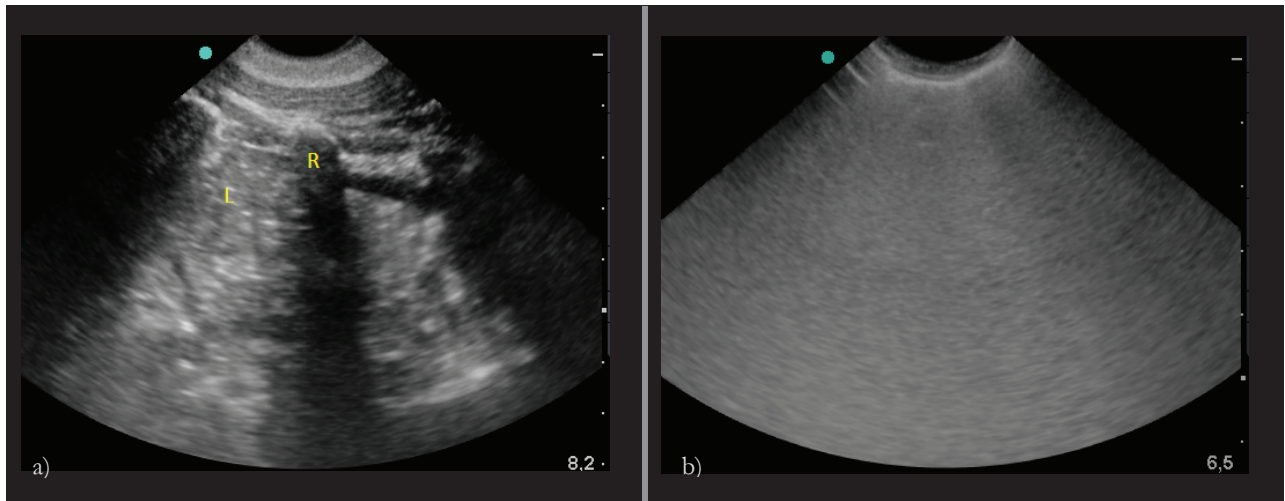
Bildgebung unter Reventilation a) nach Ableiten intralobulärer Lösung ist die Lunge (L) noch partiell mit Gaseinlagerungen sonographierbar, Rippenabschattung (R) b) unmittelbar nach Anschluss des gefluteten Lungenflügels an die Beatmung.
